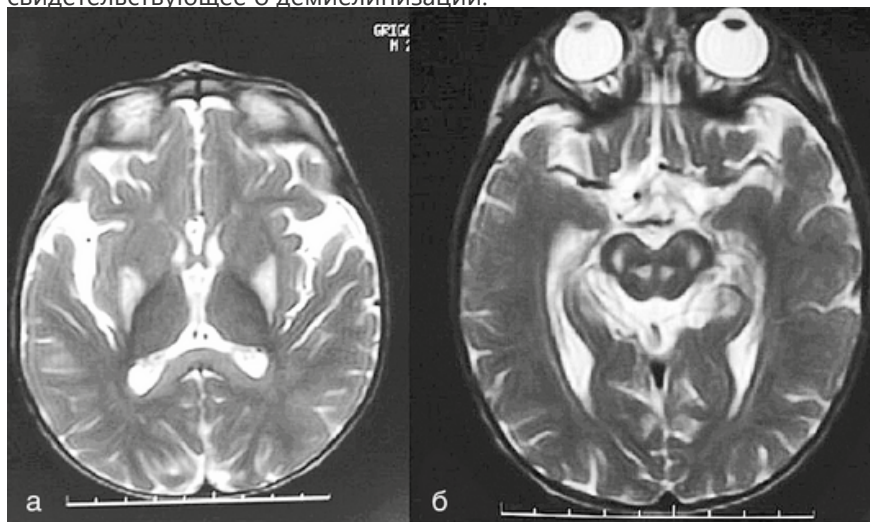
МРТ головного мозга пациента 2 лет с синдромом Ли: а — некрозы в области базальных ганглиев; б — поражение среднего мозга
